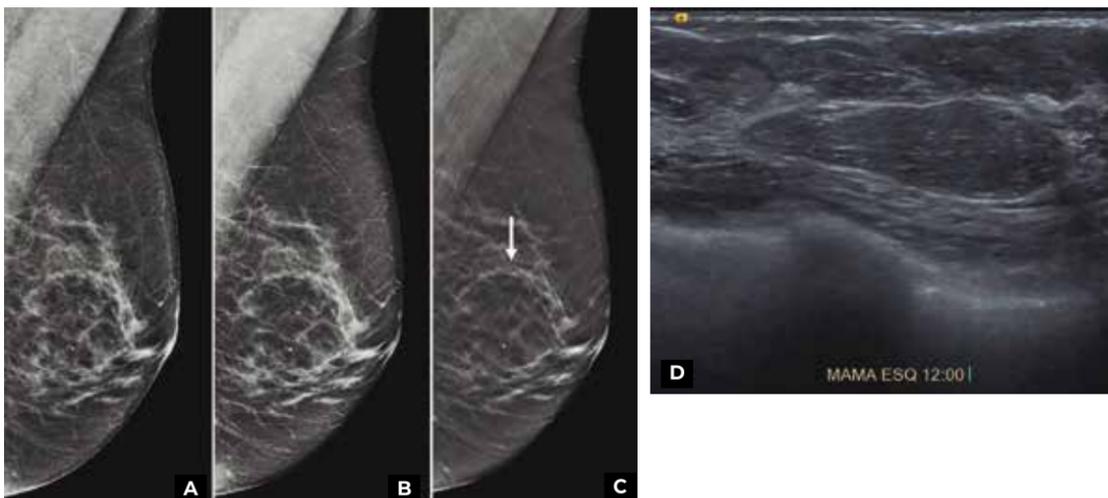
Paciente 46 anos, com área palpável na mama esquerda. Foi submetida a mamografia digital (A) e posterior tomossíntese (B, mamografia sintetizada; C, cortes de tomossíntese) demonstrando nódulo radioluscente na região palpável, com fina cápsula, melhor caracterizada na mamografia sintetizada e nos cortes de tomossíntese (lipoma). Exame de ultrassonografia (D) também demonstra nódulo isoecóico a gordura na topografia palpável, compatível com lipoma (benigno).
